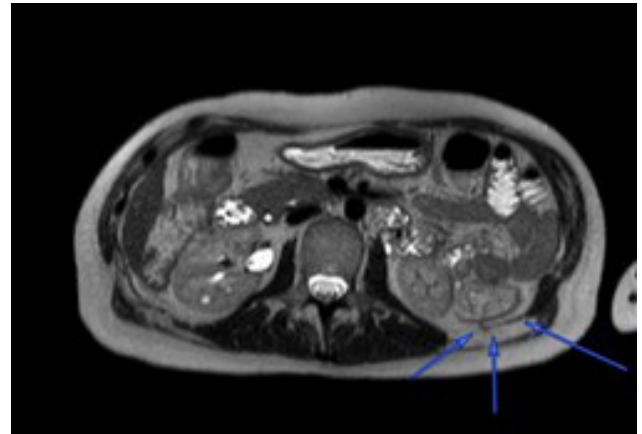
Resonancia Magnética de abdomen superior secuencia
